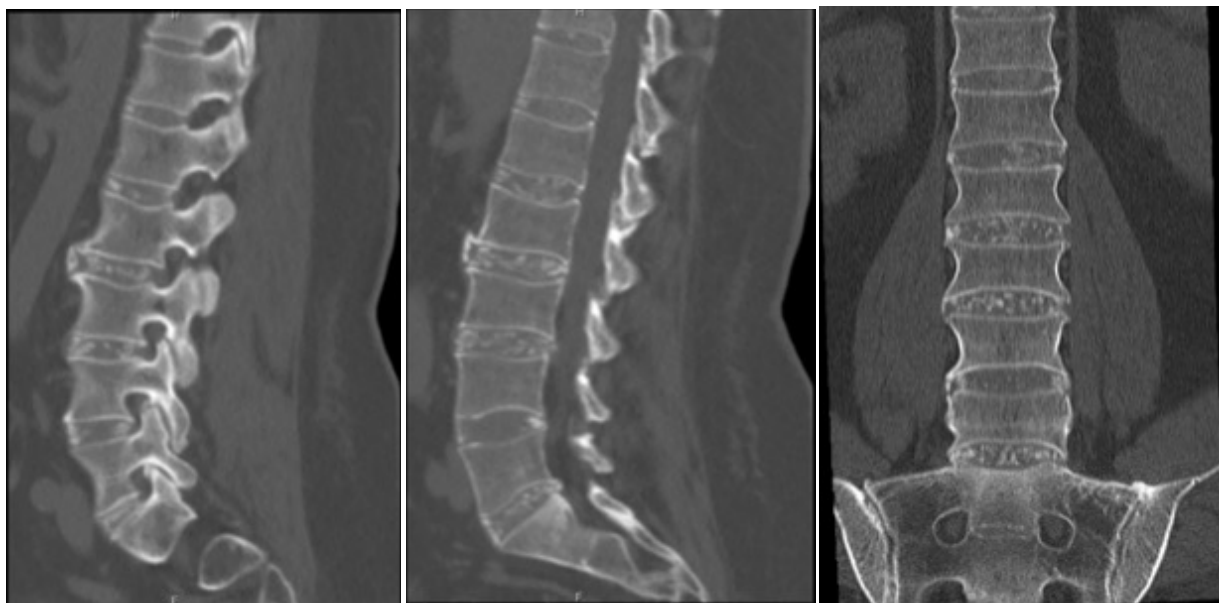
TAC columna lumbar (corte coronal, sagital y oblicua) donde se observa disminución de la altura de los discos intervertebrales en forma generalizada, más acentuada a nivel L5-S1, asociado a calcificaciones en su espesor, también se identifican osteofitos marginales y esclerosis de las facetas articulares, sugerentes de cambios degenerativos (artrosis). Disminución de amplitud de los agujeros de conjunción más significativo a nivel L4-L5 y L5-S1 pudiendo existir compromiso radicular.
